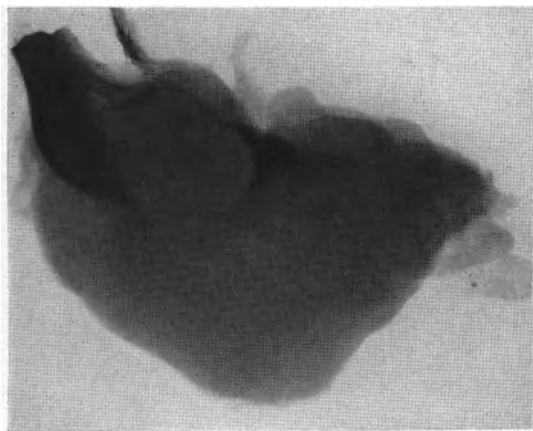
c. Röntgenaufnahme des Resektionspräparates.
